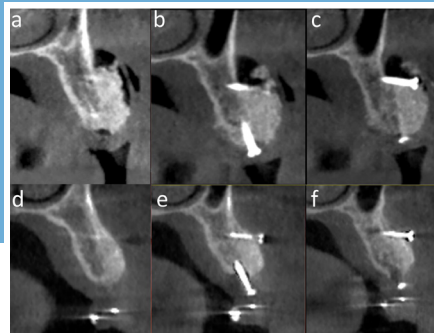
Confronto tra CBCT post operatoria (a,b,c) ed a distanza di 6 mesi dalla rigenerativa (d,e,f). È possibile notare il limitato riassorbimento dell'innesto e la sua perfetta integrazione con l'osso nativo.
